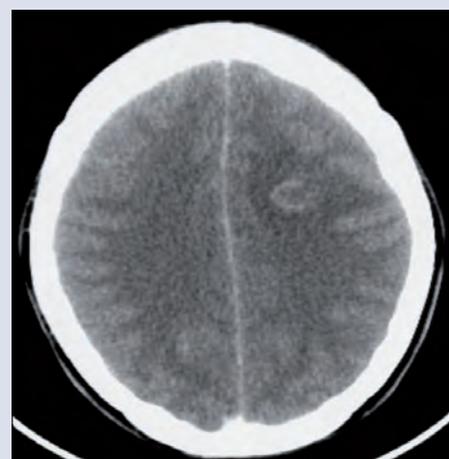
TAC craneal con contraste
